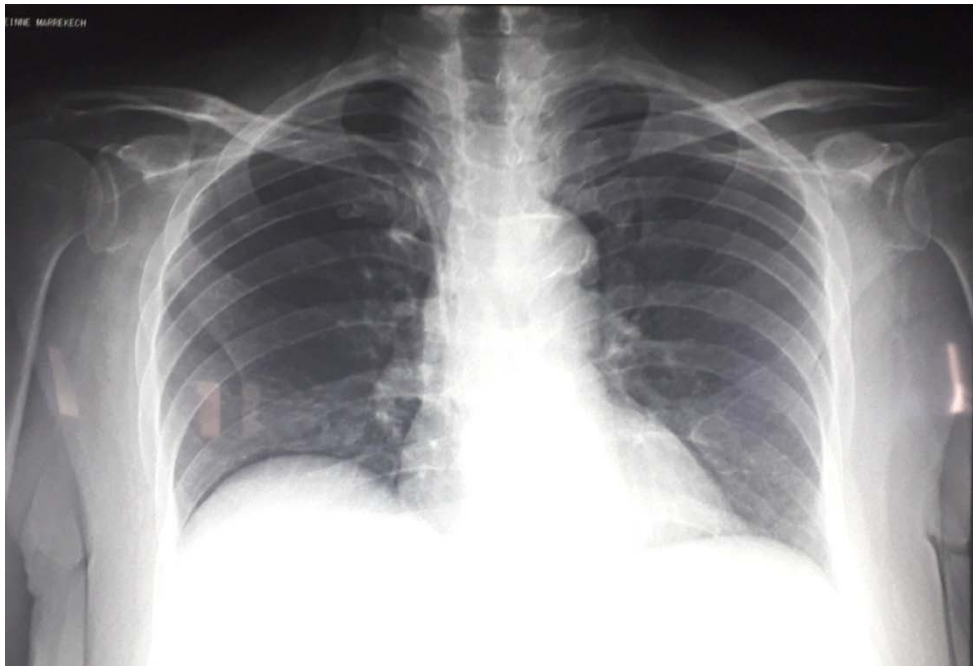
Radiographie thoracique de face vérifiant le positionnement correct de l'extrémité distale du cathéter, au niveau de la veine cave supérieure chez ce patient.
